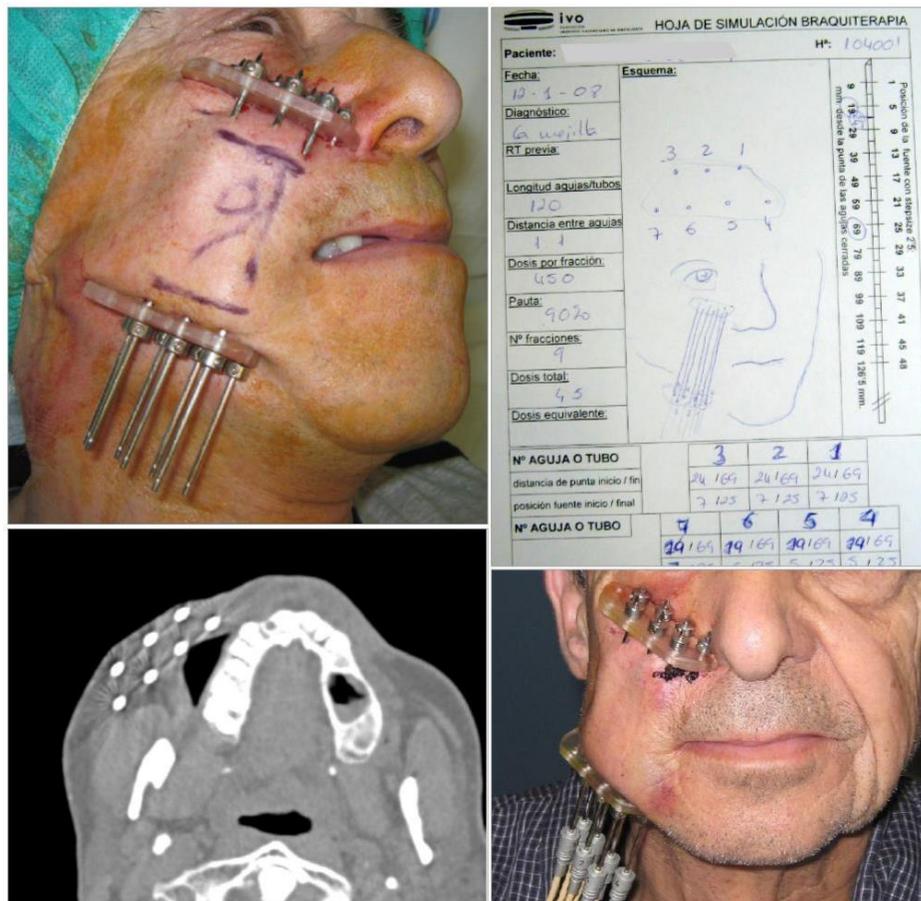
Braquiterapia para Tx de Carcinoma de mucosa yugal, hoja de planificación para calculo de dosis, TC de verificación y colocación durante el tratamiento
